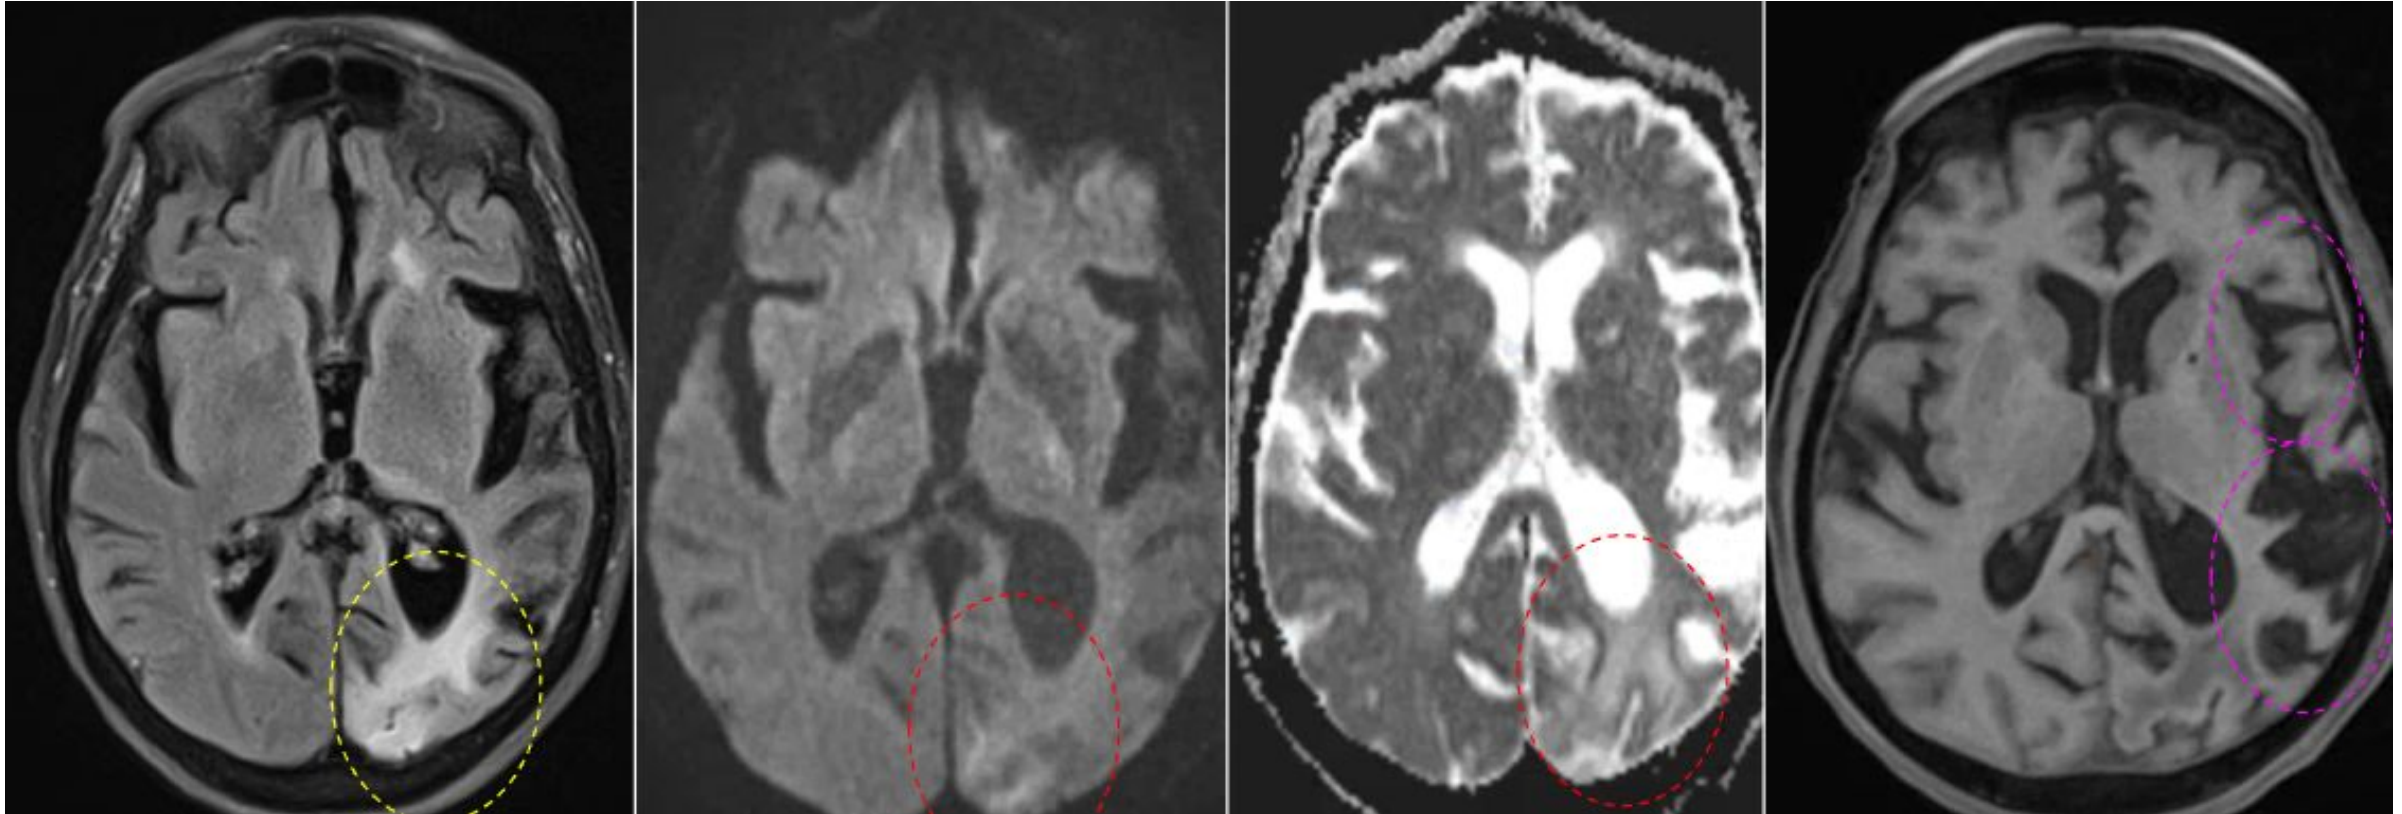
Encefalitis de Rasmussen (mismo paciente). Fase crónica: lesiones residuales hiperintensas en secuencia T2-FLAIR en el hemisferio izquierdo (círculo amarillo) sin restricción en la secuencia de difusión (círculo rojo) y atrofia homohemisférica en secuencia T1 (círculos rosas).
